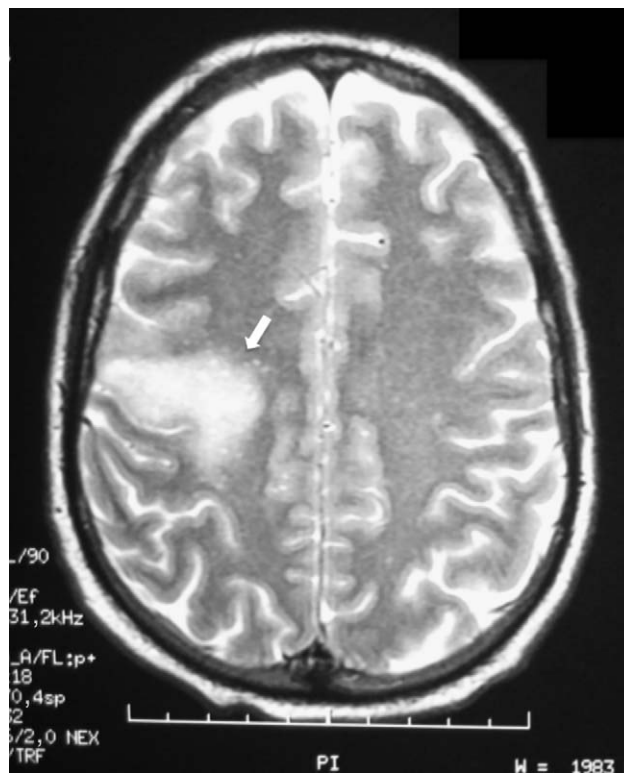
RMN cerebral (secuencia potenciada en T2) que demuestra una lesión hiperintensa en la circunvolución prefrontal derecha, con extensión a sustancia blanca profunda y sin captación de contraste paramagnético (flecha).
